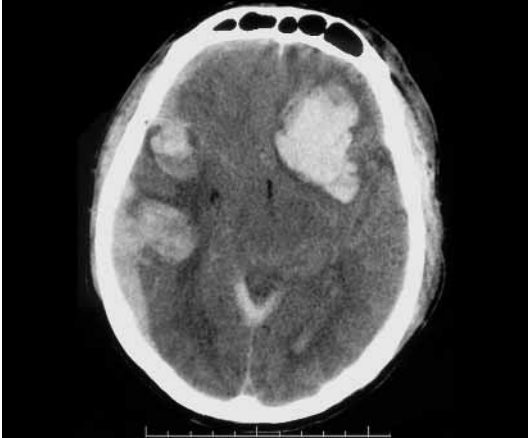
Atropellado. TC craneal al ingreso normal. Se muestra TC realizado a las 24 horas en el que se observan: contusiones hemorrágicas frontobasal izda y temporales derechas, hemorragia intraventricular y hematoma subdural temporal dcho.
